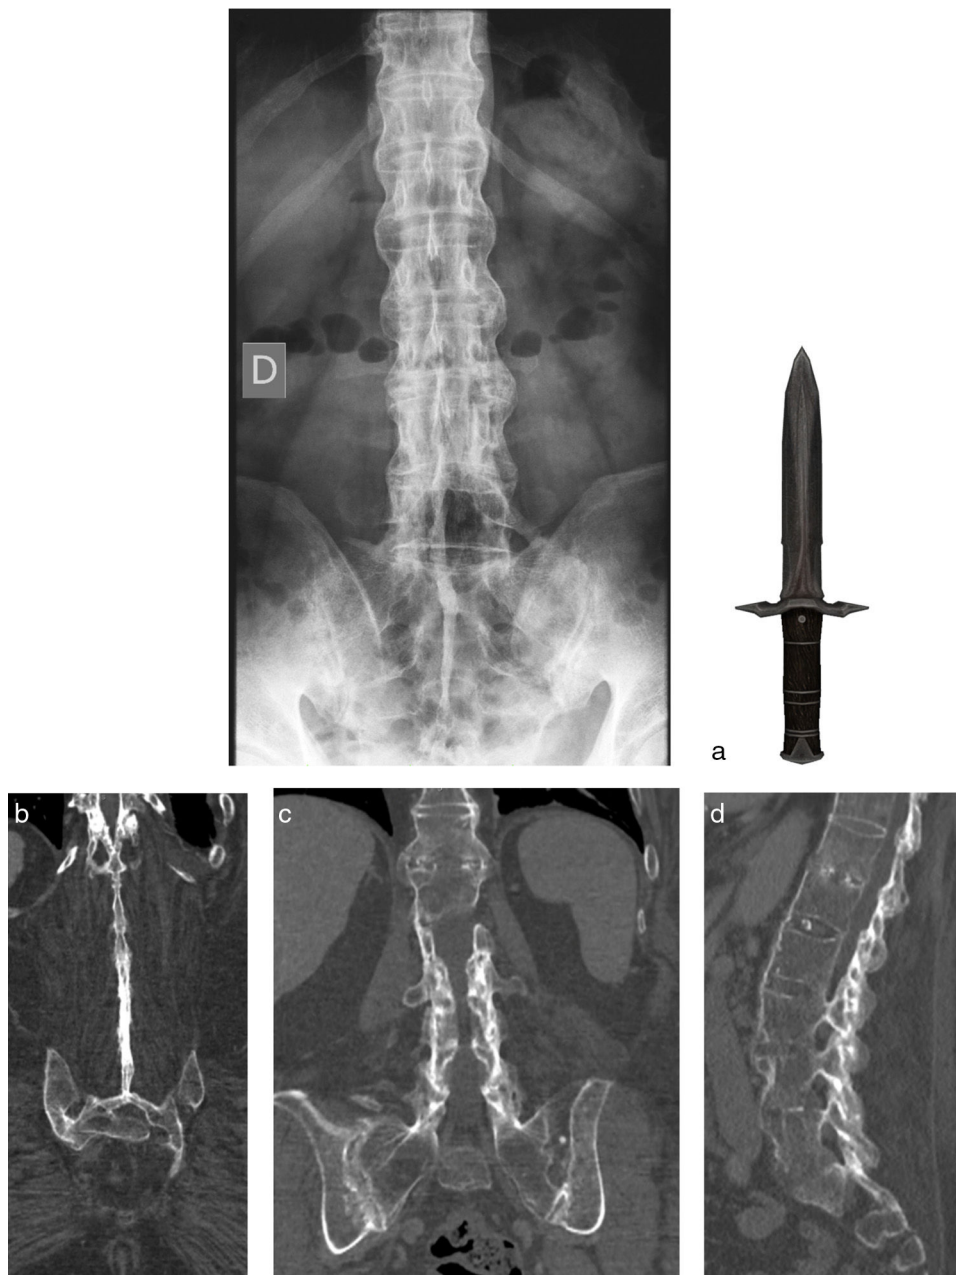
Signo de la daga y signo de la línea de trolley: la imagen superior (a) muestra una proyección PA de columna lumbar, con alteración de la configuración ósea normalmente discontinua en línea media. Normalmente esta discontinuidad está dada por los ligamentos interespinosos y supraespinoso, que en este caso están osificados, lo que hace que se vea una línea continua mediana, lo cual visto en conjunto con el sacro y crestas ilíacas conforman una imagen parecida a la de una daga, con el mango hacia el extremo inferior (que sería el sacro y parte de alas ilíacas) y el filo hacia superior (osificaciones y apófisis espinosas unidas). Si a esto le sumamos la anquilosis de articulaciones facetarias de manera bilateral, encontramos lo que es llamado el signo de la línea de trolley, con 3 columnas verticales, también visible en esta misma radiografía PA. En las imágenes inferiores se muestra el mismo fenómeno en cortes coronales de TC (b-d), donde se muestra continuidad de apófisis espinosas, determinado por la osificación de los ligamentos interespinosos y supraespinoso y la anquilosis de las articulaciones facetarias bilaterales.
